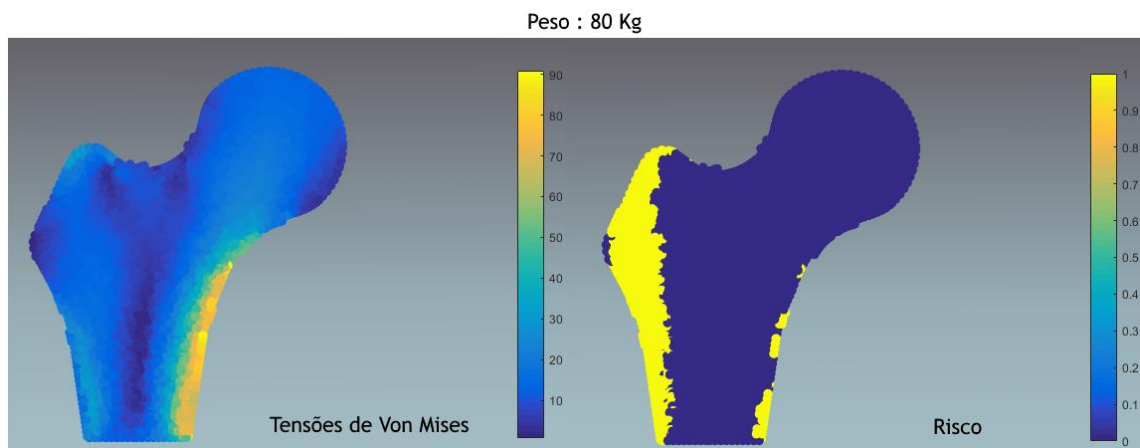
Resultados da análise do fémur de um indivíduo com 80 Kg, radiografia 1.
